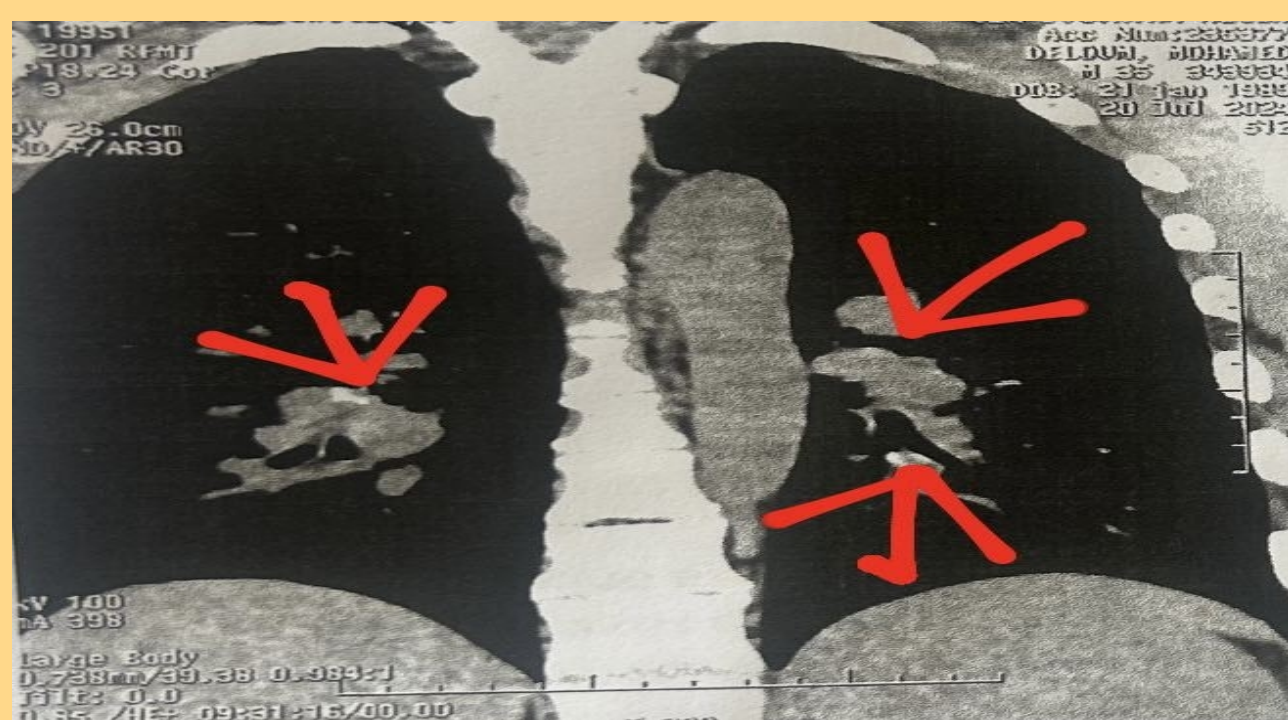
TDM thoracique objectivant une sarcoidose type 2
